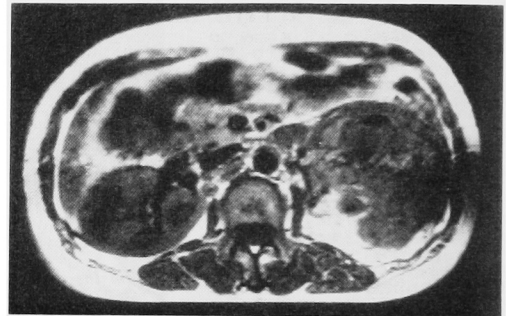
MR imaging. T₁ weighted image: The internal portions of the loculated areas were of intermediate intensity
